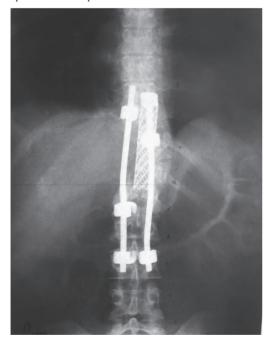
Рентгенограмма от 21.02.2010 г. Прямой снимок. Состояние после удаления внутригрудных и эпидуральных абсцессов, резекции тел Th 11-12, комбинированного спондилодеза титановой блок-решеткой.
